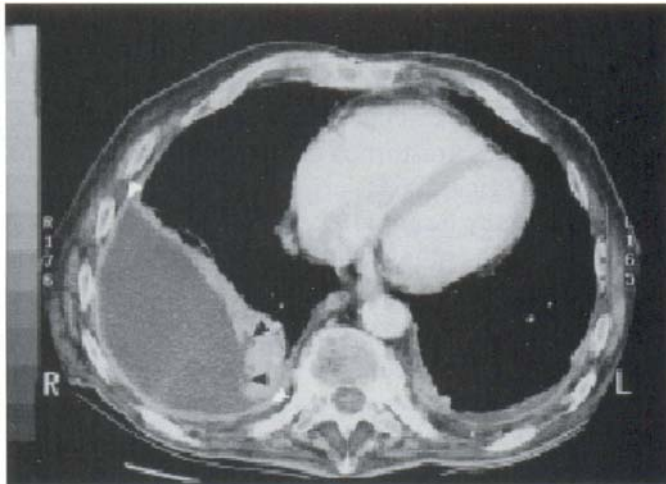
TAC de Tórax con contraste. Empiema pleural derecho
